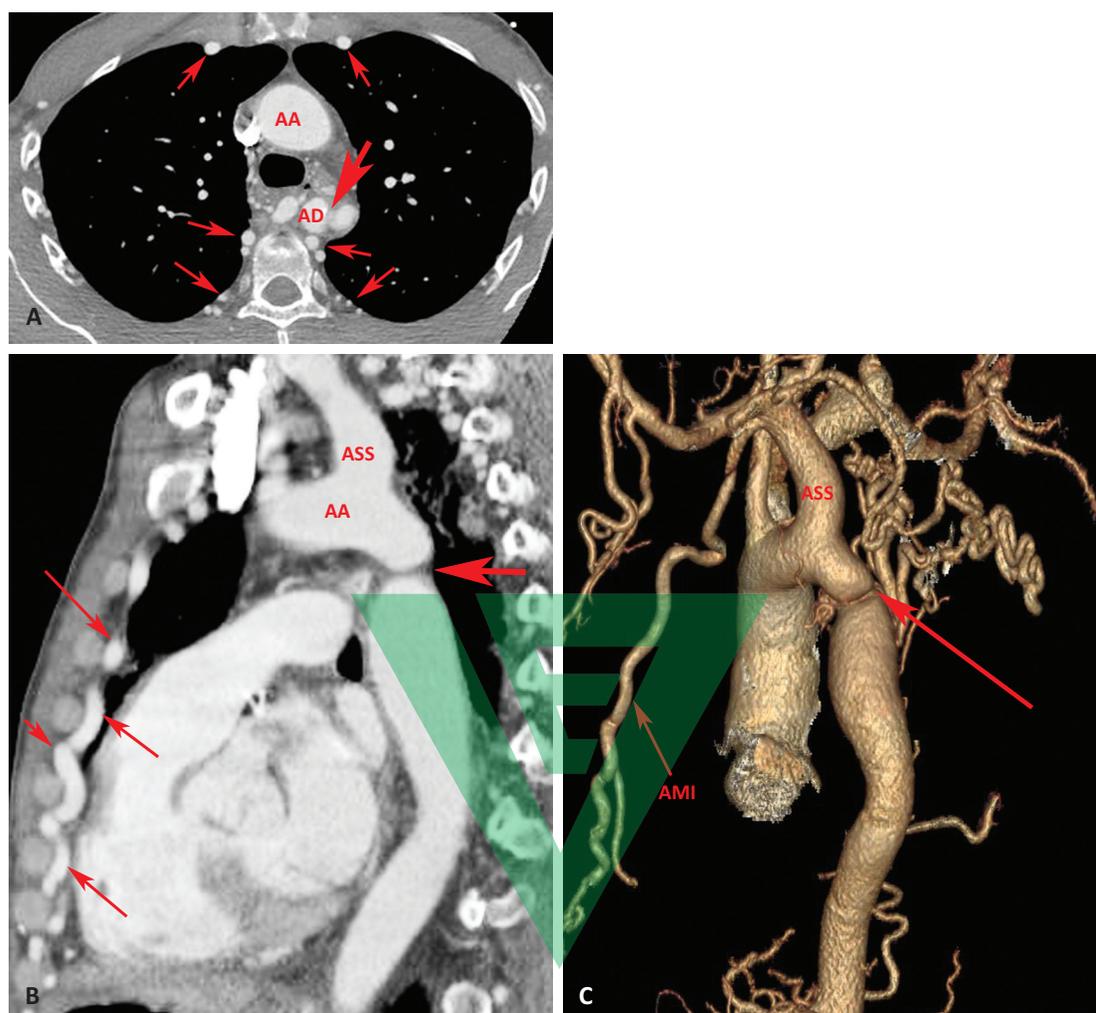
Coartazione dell'aorta. Immagine TC multidetettore post-contrasto in paziente con coartazione. *A*, L'aorta discendente (AD) a livello della coartazione (*freccia grande*) ha un calibro significativamente inferiore rispetto al tratto ascendente (AA). Le arterie mammaria interna e intercostale (*frecce*) sono ectasiche e fungono da rami del circolo collaterale. *B*, La ricostruzione sagittale nel piano dell'aorta mostra il marcato restringimento nella sede della coartazione (*freccia grande*). Il calibro dell'arteria succlavia di sinistra (ASS) è ampio, poiché il vaso fa parte del circolo collaterale, riconducendo il flusso ematico nell'aorta discendente. In sede anteriore si osserva l'arteria mammaria interna di sinistra, dilatata (*frecce piccole*). *C*, Ricostruzione tridimensionale dell'aorta e dei suoi rami, che mostra la sede della coartazione (*freccia grande*). Si visualizza altresì l'arteria succlavia di sinistra (ASS), dalla quale origina l'arteria mammaria interna (AMI) di sinistra, dilatata. AA, arco aortico.
